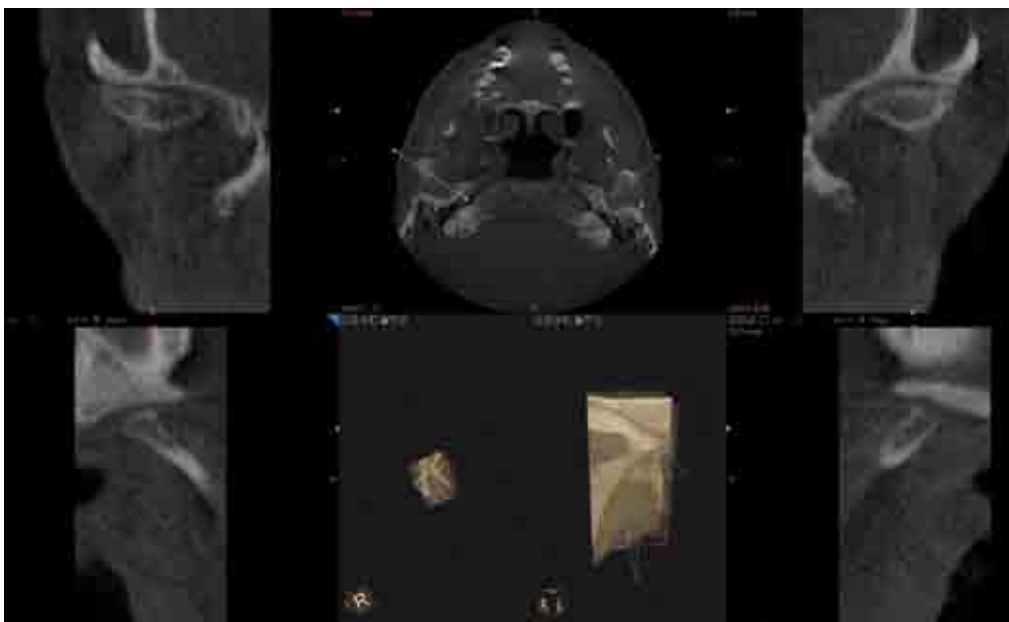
Dalla TAC si evidenziano problematiche ATM
